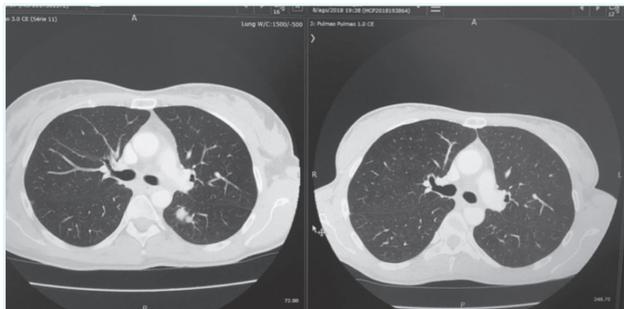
TAC torácica ao diagnóstico e após 8 meses de tratamento de IO).
